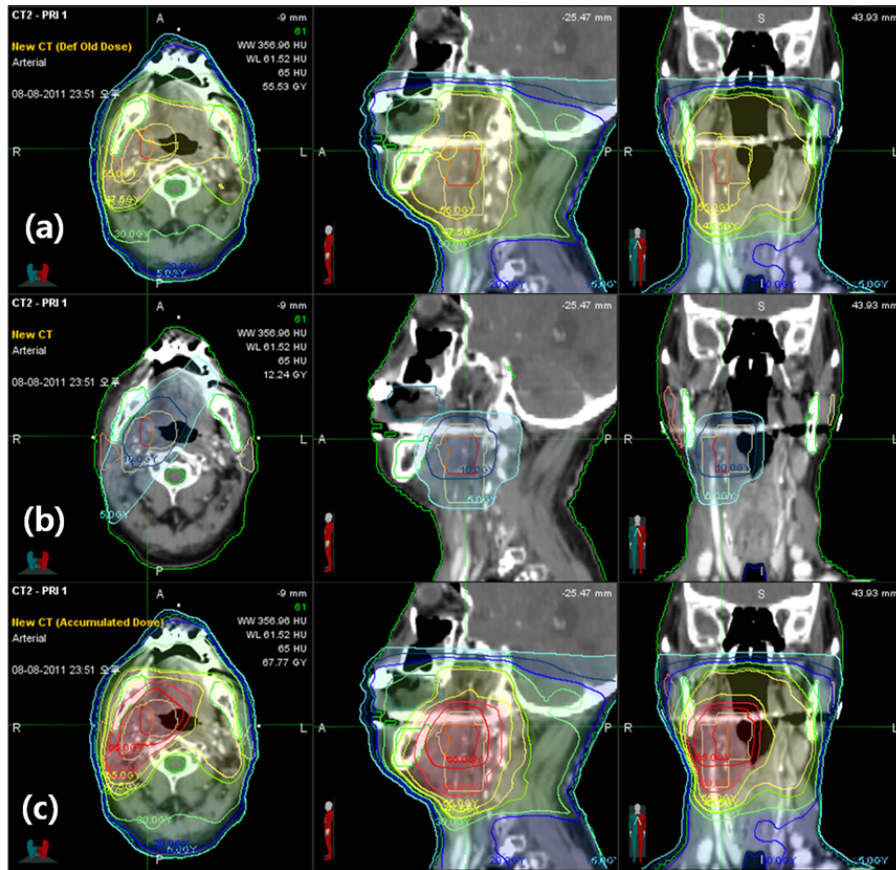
Example case of a 64-year-old man with T4N0 tonsil carcinoma. The top images are from the first computed tomography(CT) scan, and show the isodose curves obtained from the first intensity-modulated radiotherapy(IMRT). (a) The middle images are from the second CT scan(at the same level as in the first CT scan), and show the isodose lines.(b) The bottom images show the second CT scan, and show the isodose lines obtained through deformable image registration in total dose.(c) The second CT scan was obtained after 27 fractions of treatment and after a 10% weight loss from the start of treatment.
